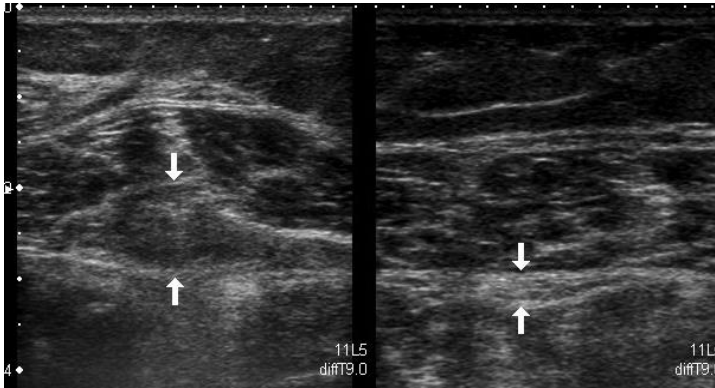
Tendinitis del delgado plantar. Ecografía modo B, plano axial. Izquierda: marcado engrosamiento del tendón del delgado plantar por tendinitis que puede confundirse con TVP. Derecha: Tendón del delgado plantar contralateral normal.
